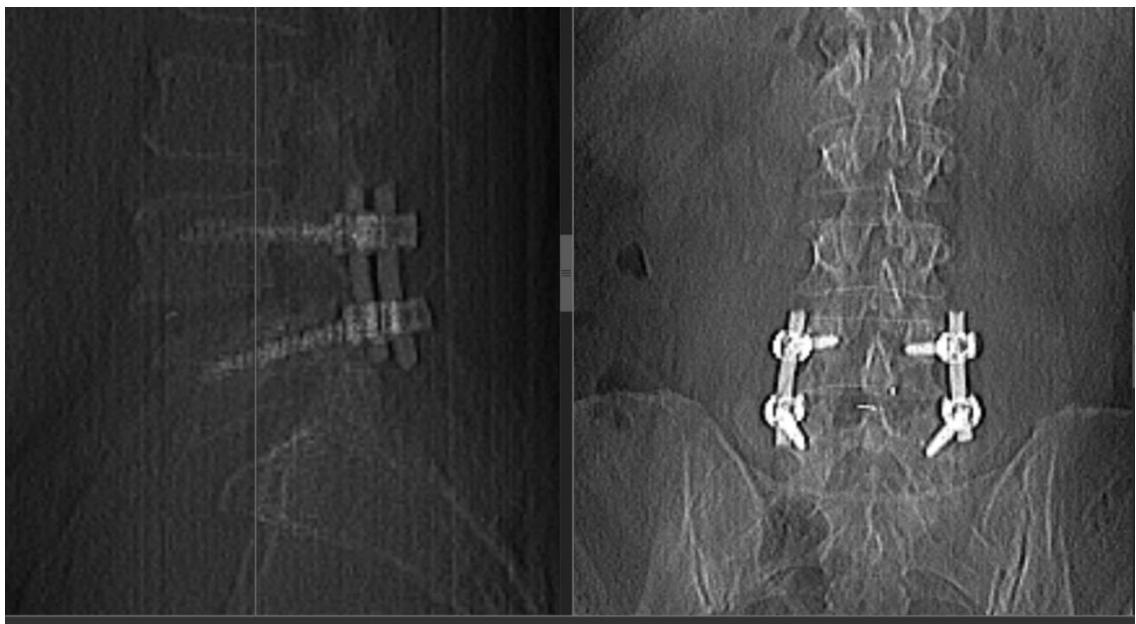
Рентгенография поясничного отдела позвоночника пациента Ш-ова (И/б 662-2013) после оперативного лечения: удовлетворительное стояние транспедикулярной системы и межтелового кейджа
